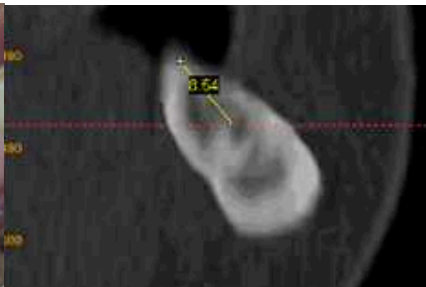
компьютерная томограмма области 46 до реконструкции
